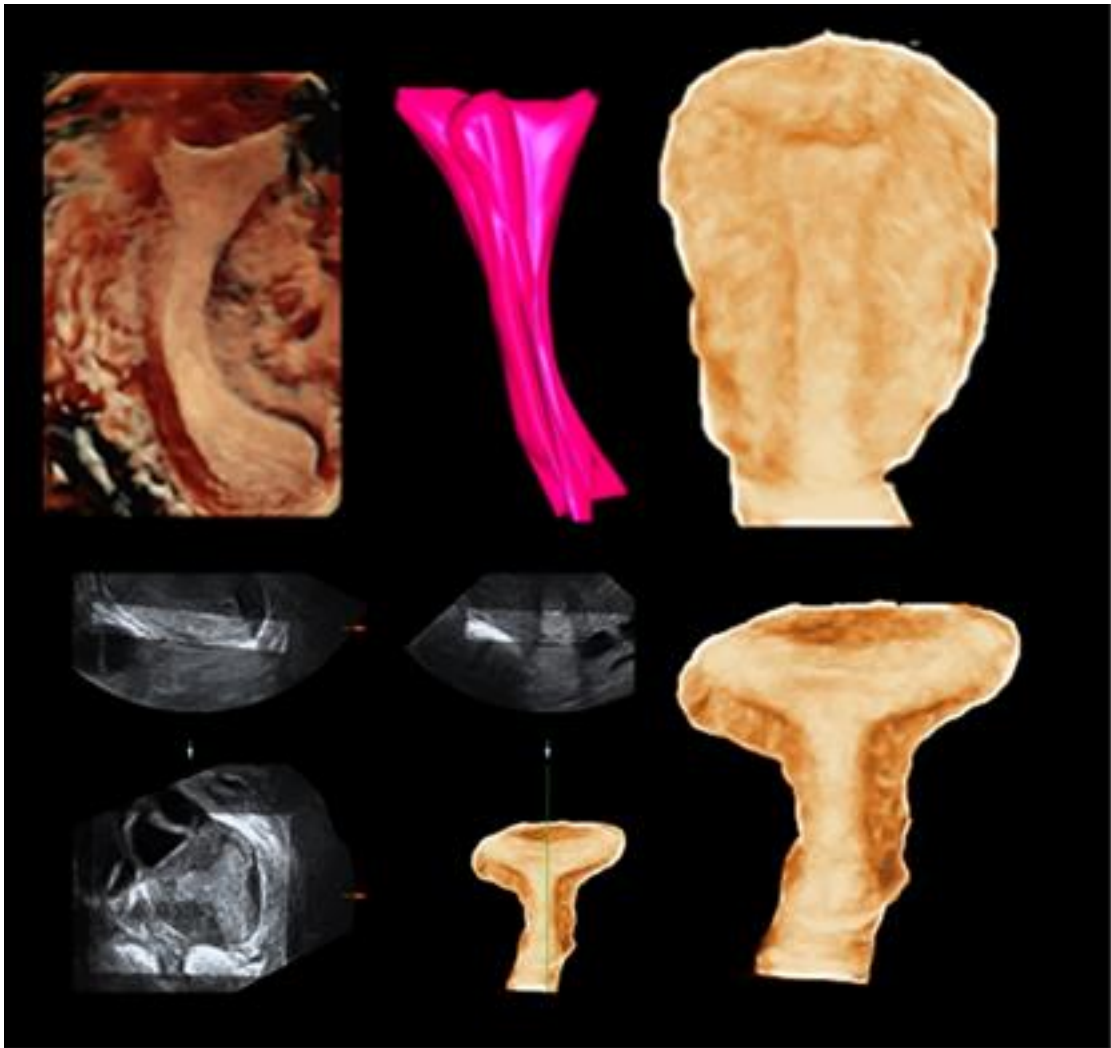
Arriba izquierda y centro: útero hipoplásico o infantil con fondo uterino en copa, y canal cervical muy largo y estrecho, visto con Ecografía 3D HDLive y VOCAL.
